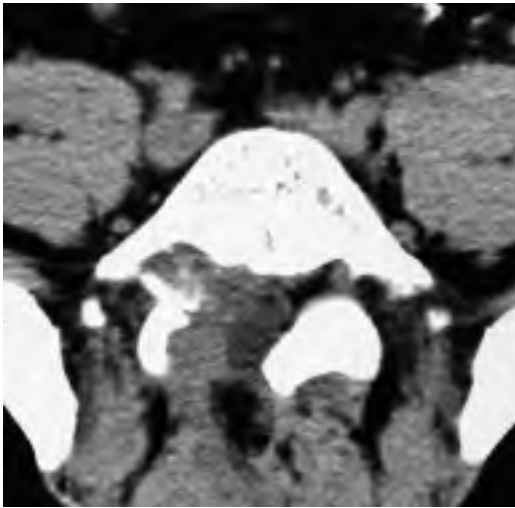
TAC post-operatoria.
